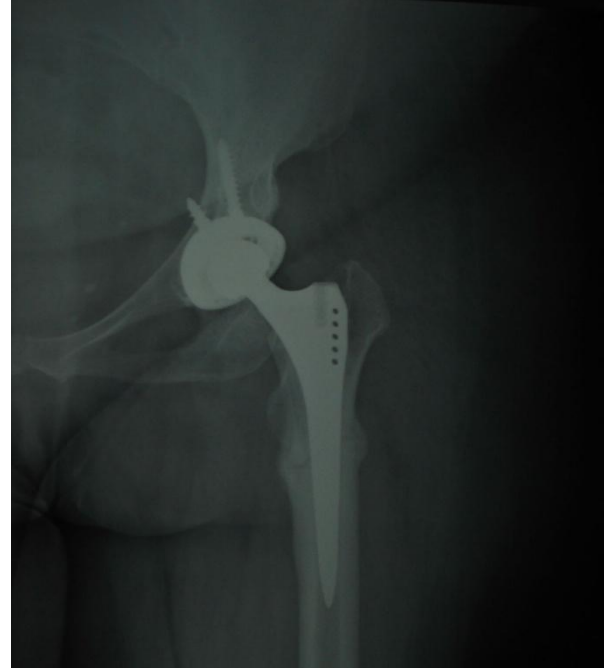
Postop 7. yıl AP Sağ Kalça Grafisi
